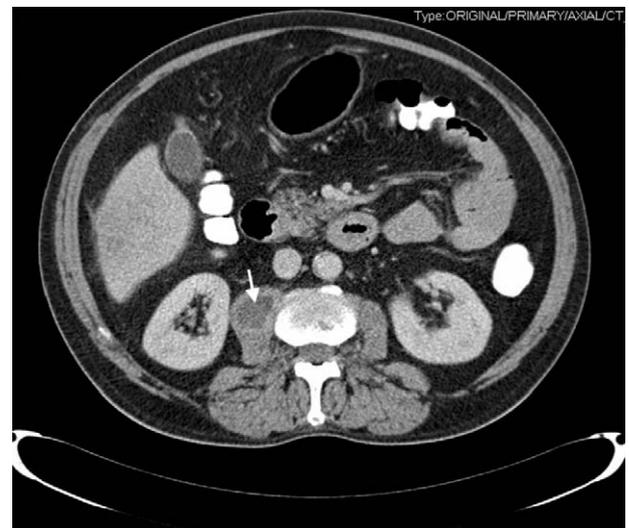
Imagen de tomografía axial computarizada abdominal con contraste en la que se observa una imagen de 2,5 cm sugestiva de absceso en el músculo psoas derecho (flecha), que longitudinalmente se extendía 8 cm, y que resultó ser primario.
